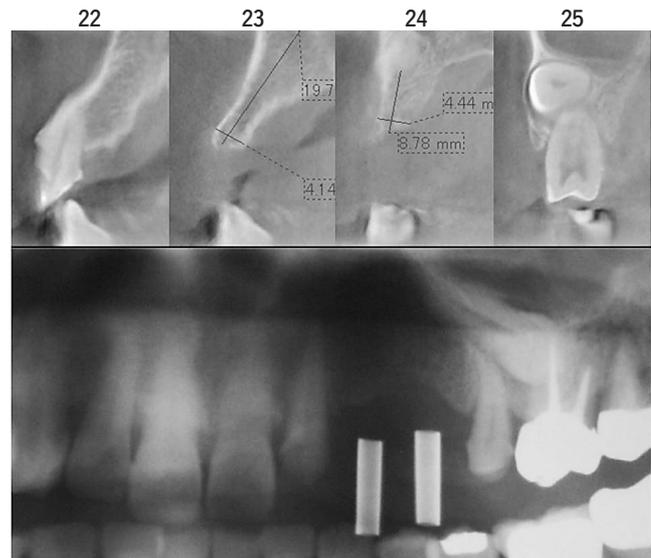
インプラント術前審査のためのX線写真(2006年2月)
